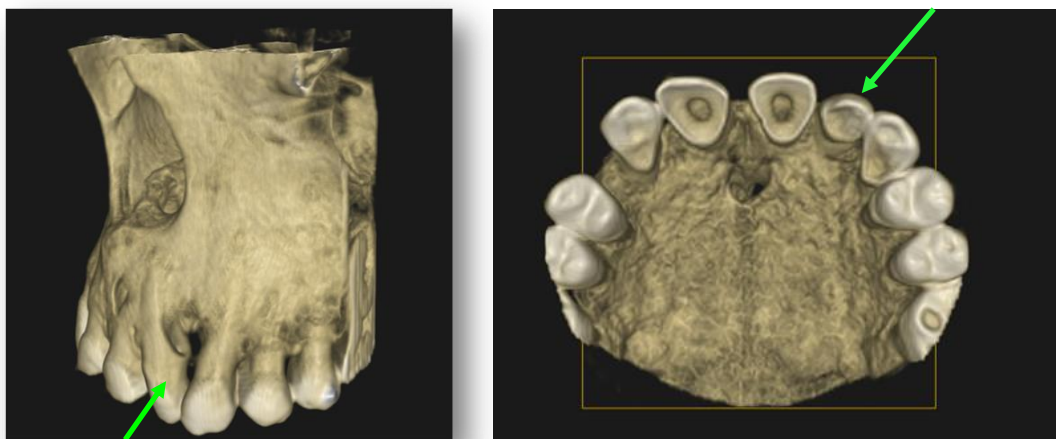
(Reconstrucción en 3D de la tomografía computarizada Cone Beam).
